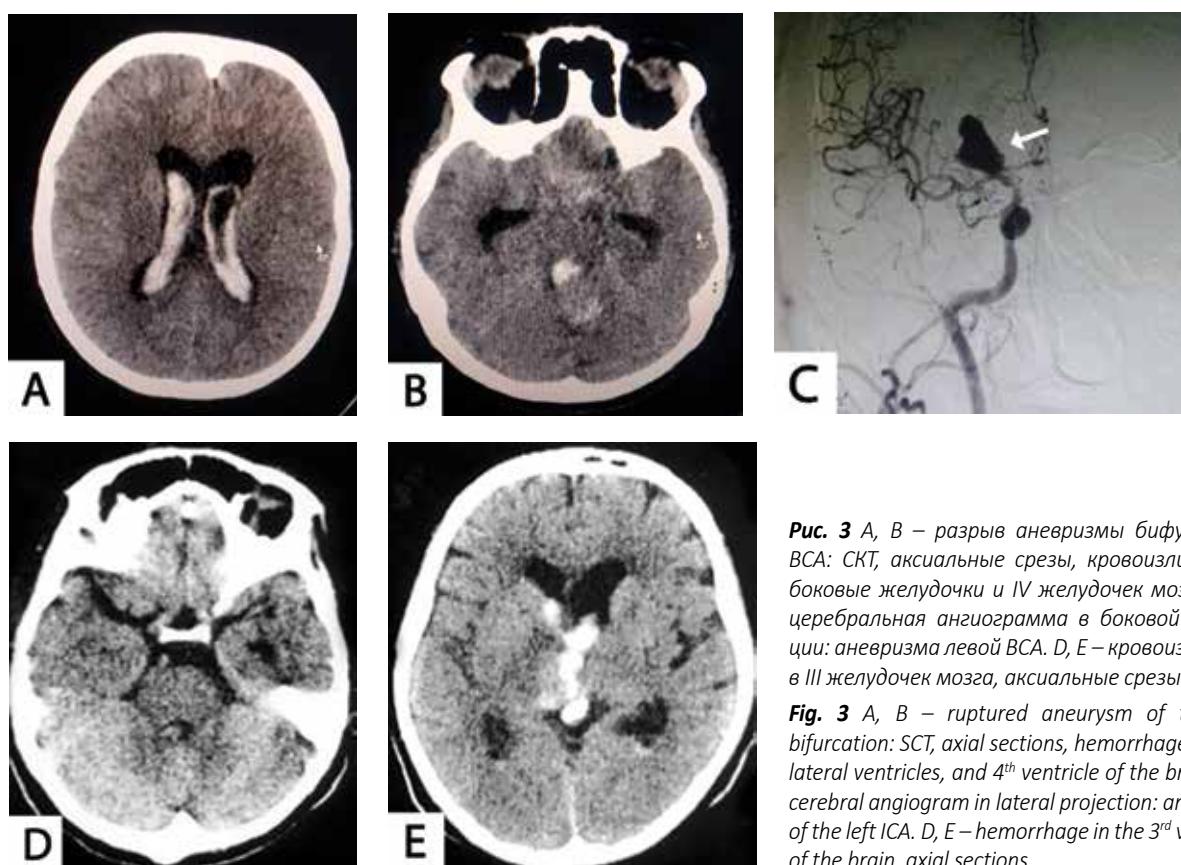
А, В – разрыв аневризмы бифуркации ВСА: СКТ, аксиальные срезы, кровоизлияния в боковые желудочки и IV желудочек мозга. С – cerebral angiogram in lateral projection: aneurysm of the left ICA. D, E – кровоизлияние в III желудочек мозга, аксиальные срезы
